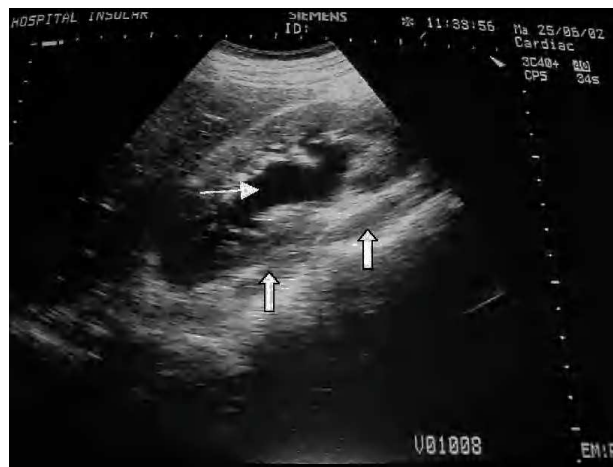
Ecografía renal. Líquido perirrenal (flechas gruesas) y ectasia pielocalicial grado II (flecha delgada).
